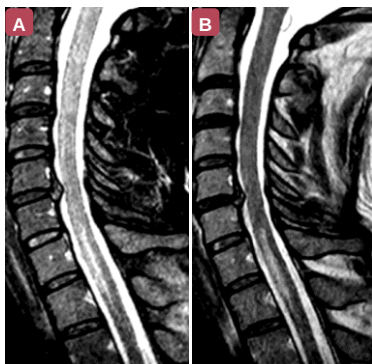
RM cervical sagital. Sequências ponderadas em T2 demonstrando hipersinal intramedular de C6 a T1, predominantemente nas colunas anteriores, com leves impressões discais em C5-C6 e sem estenose significativa.
